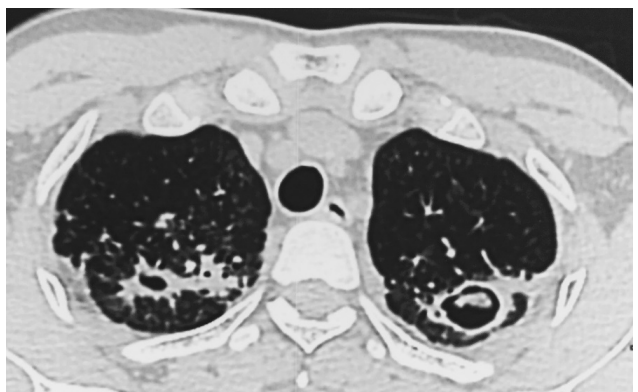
TC axial. Aspergiloma izq con signo de Monad y engrosamiento pleural. Caverna izquierda con pleura engrosada
